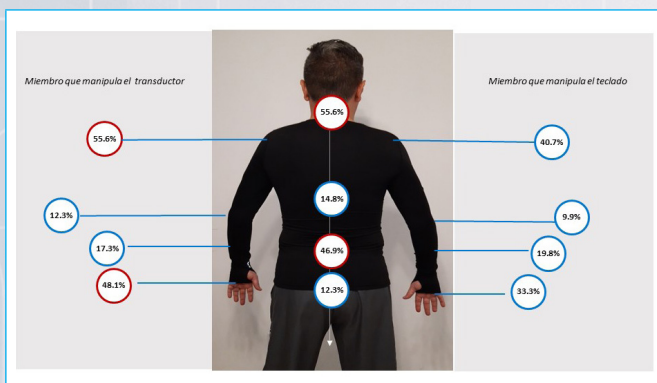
Áreas más frecuentes de dolor de los sonografistas.
